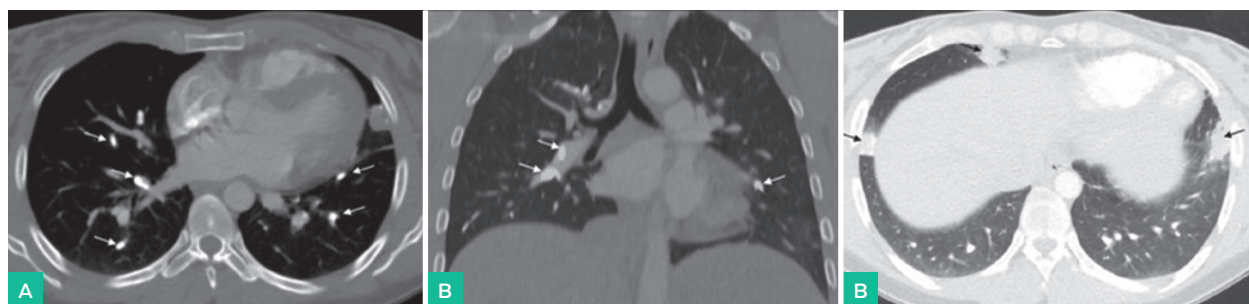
El TC de tórax con ventana mediastínica tras la administración de contraste intravenoso visualizado en un corte axial (A) y reconstrucción coronal (B), muestra múltiples émbolos de alta densidad en el trayecto de ambas arterias pulmonares que correspondían al material de embolización migrado (flechas blancas).
